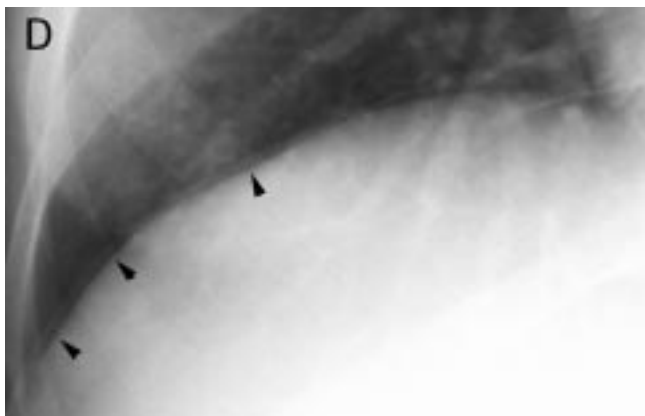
Pseudo-pneumopéritoine droit. Radiographie postéro-antérieure debout en inspiration centrée sur la coupole droite. La superposition du bord supérieur de la 11<sup>e</sup> côte droite et du diaphragme produit par effet Mach un liseré clair qui simule une couche d'air sous-diaphragmatique (têtes de flèche).
